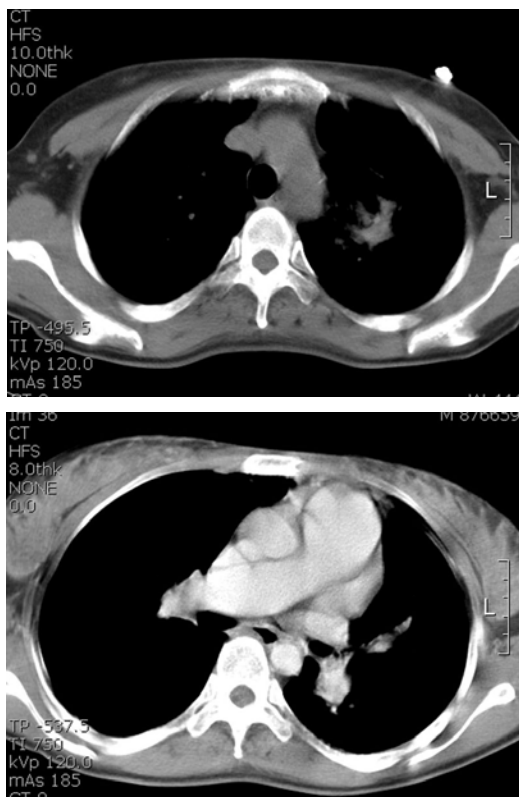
Chest CT show irregular lung consolidation in the left upper lobe and mild cardiomegaly with a prominent pulmonary artery. There is no evidence of pulmonary thromboembolism or distinct endobronchial obstructing mass.
